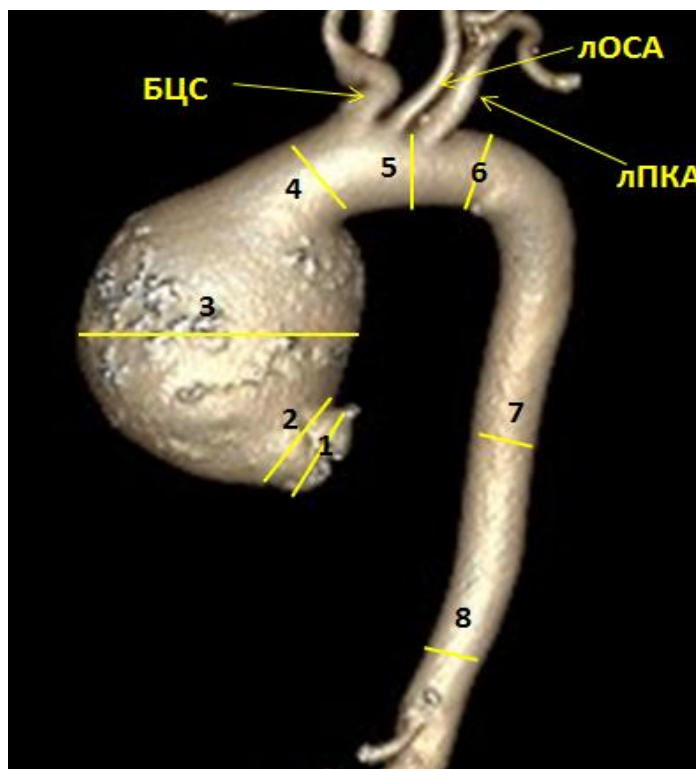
Дооперационная трехмерная МСКТ-аортография пациентки Ж. Аневризма восходящего отдела аорты. Уровни измерений размеров грудной аорты: синусы Вальсальвы (1); синотубулярное соединение (2); восходящая аорта на уровне бифуркации легочной артерии (3); восходящая аорта проксимальнее БЦС (4); дуга аорты (5); перешеек аорты (6); средняя часть нисходящей аорты (7); на уровне диафрагмы (8). БЦС – брахиоцефальный ствол, ЛОСА – левая общая сонная артерия, ЛПКА – левая подключичная артерия
